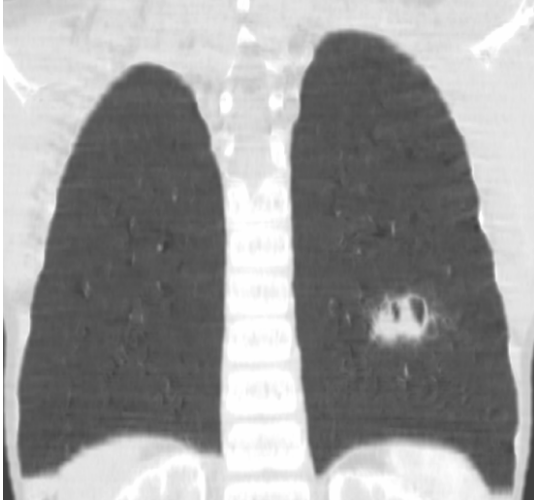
TC Tórax, MPR coronal, donde se aprecia la lesión definida en la figura 2.
